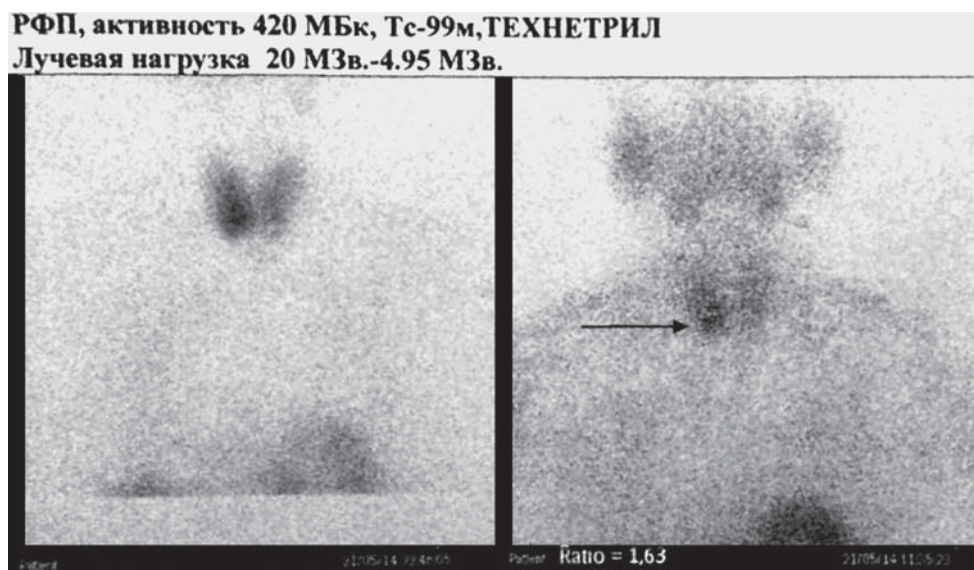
Сцинтиграфия паращитовидных желез с ^{99m}Tc-mibi больной С. Очаг повышенной фиксации в нижней правой паращитовидной железе.
